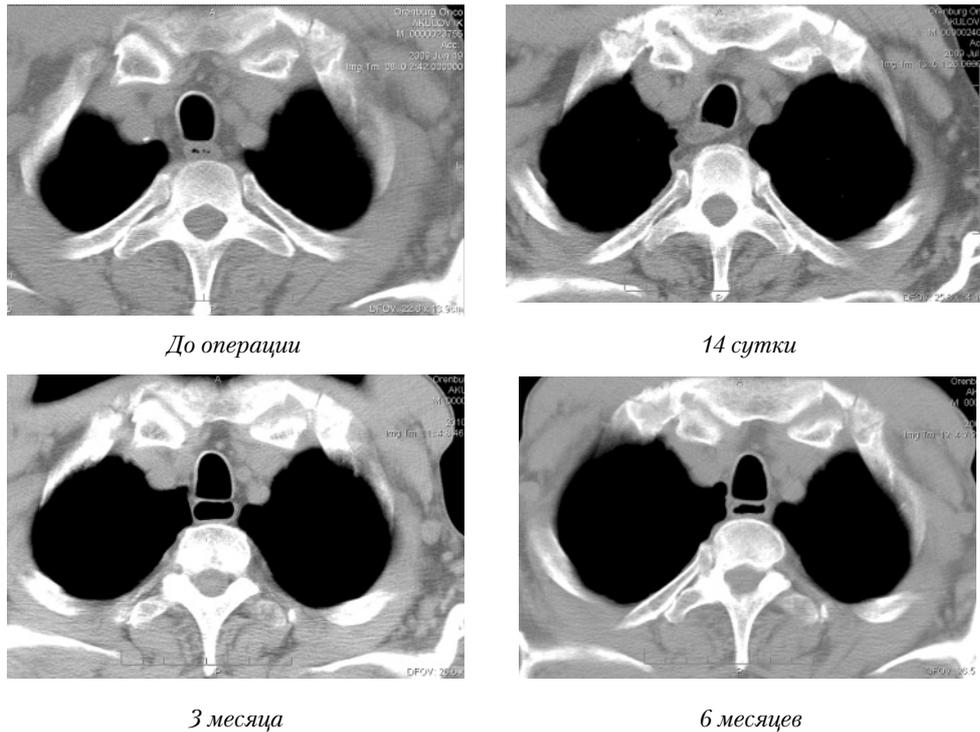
КТ-граммы после операции типа Льюиса I уровень (грудино-ключичного сочленения).
